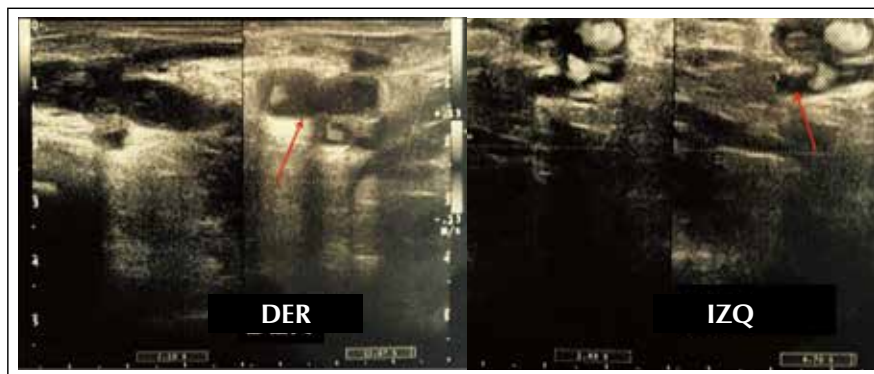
Eco Doppler de miembros inferiores: trombosis completa de vena femoral derecha y del 80% de vena femoral izquierda.
